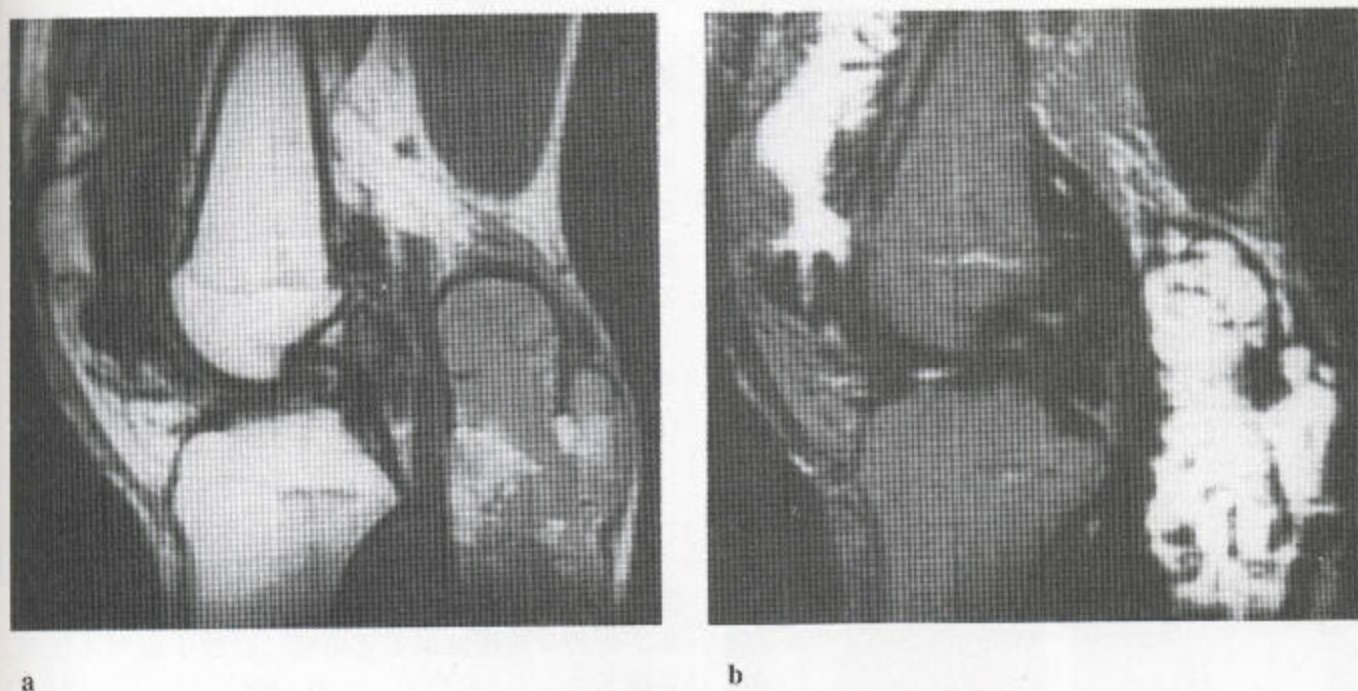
(a, b). MRI 上的著色性绒毛结节性滑膜炎 (矢状位 T_1 加权和脂肪抑制序列)。其改变类似于血友病中之所见, 但没有骨关节异常。关节囊肿胀, 滑膜呈蕨叶样肥厚, 由于含铁血黄素的沉积, 表现为低信号。
